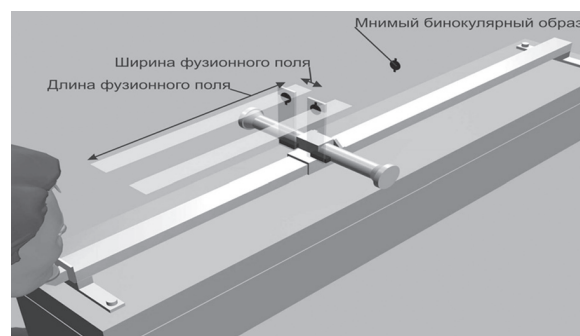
Определение ширины и длины условного фузионного поля при бинокулярметрии
